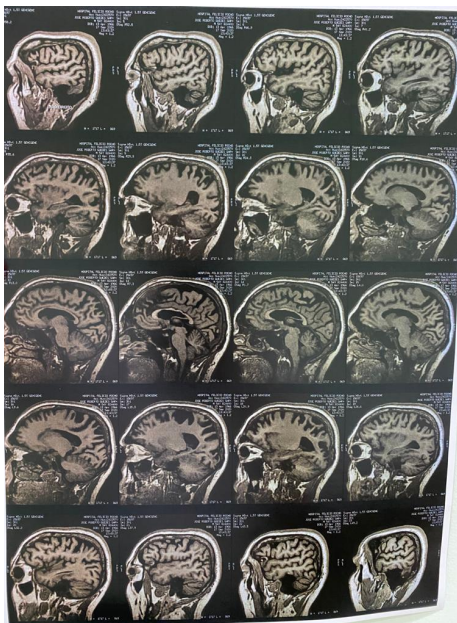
Corte sagital de RM em T1, evidenciando atrofia em regiões parieto-occipitais. (Anexo I)
